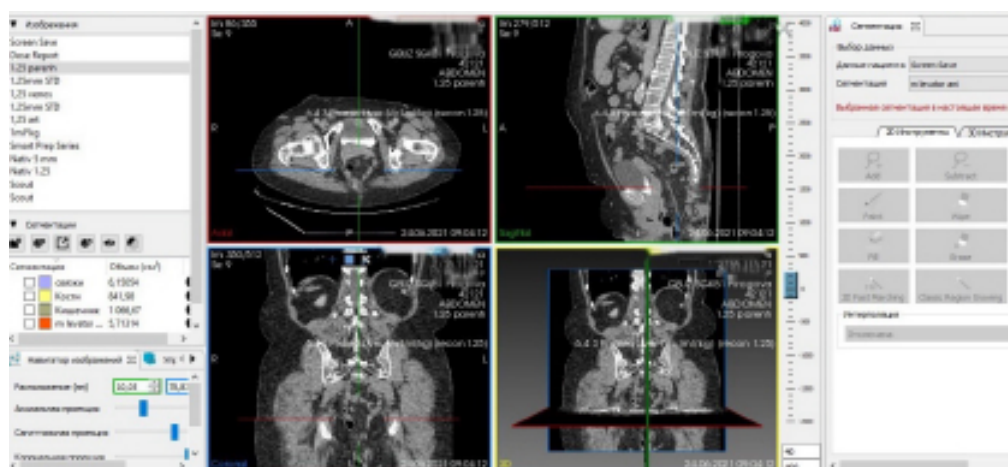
КТ брюшной полости и малого таза пациентки А. в сагитальной, фронтальной и боковой проекциях.
